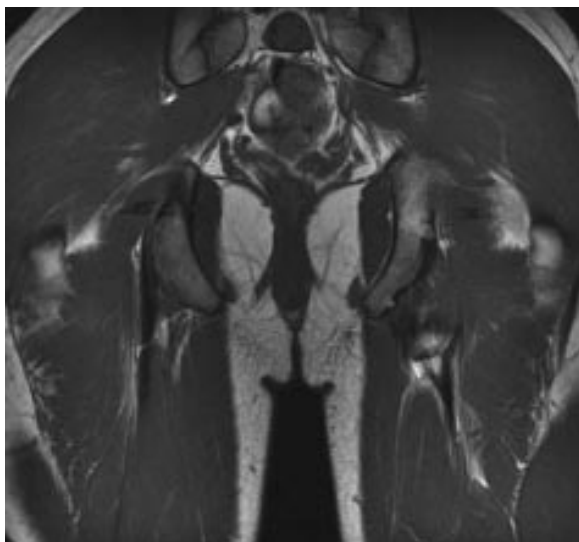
Coupe IRM coronale T1 : avulsion déplacée de l'apophyse ischiatique gauche, de signal osseux identique à l'ischion.
